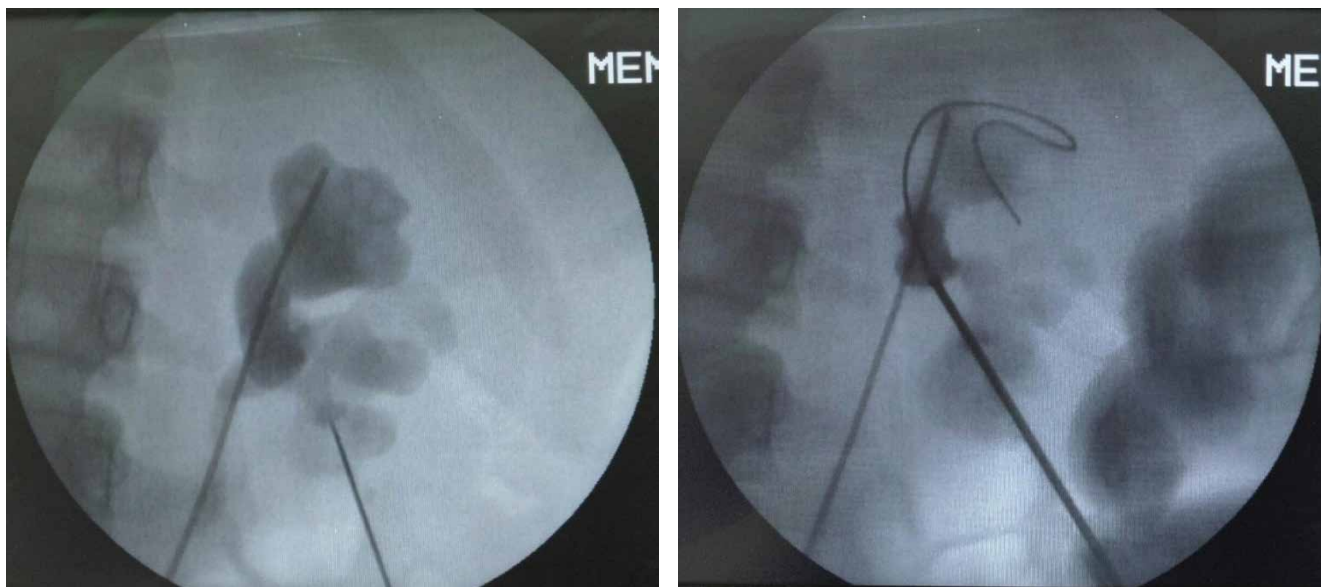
Рентгеноскопія – пункційна голка, провідник і сечовідний катетер у законтрастованій чашково-мисковій системі з конкрементом
